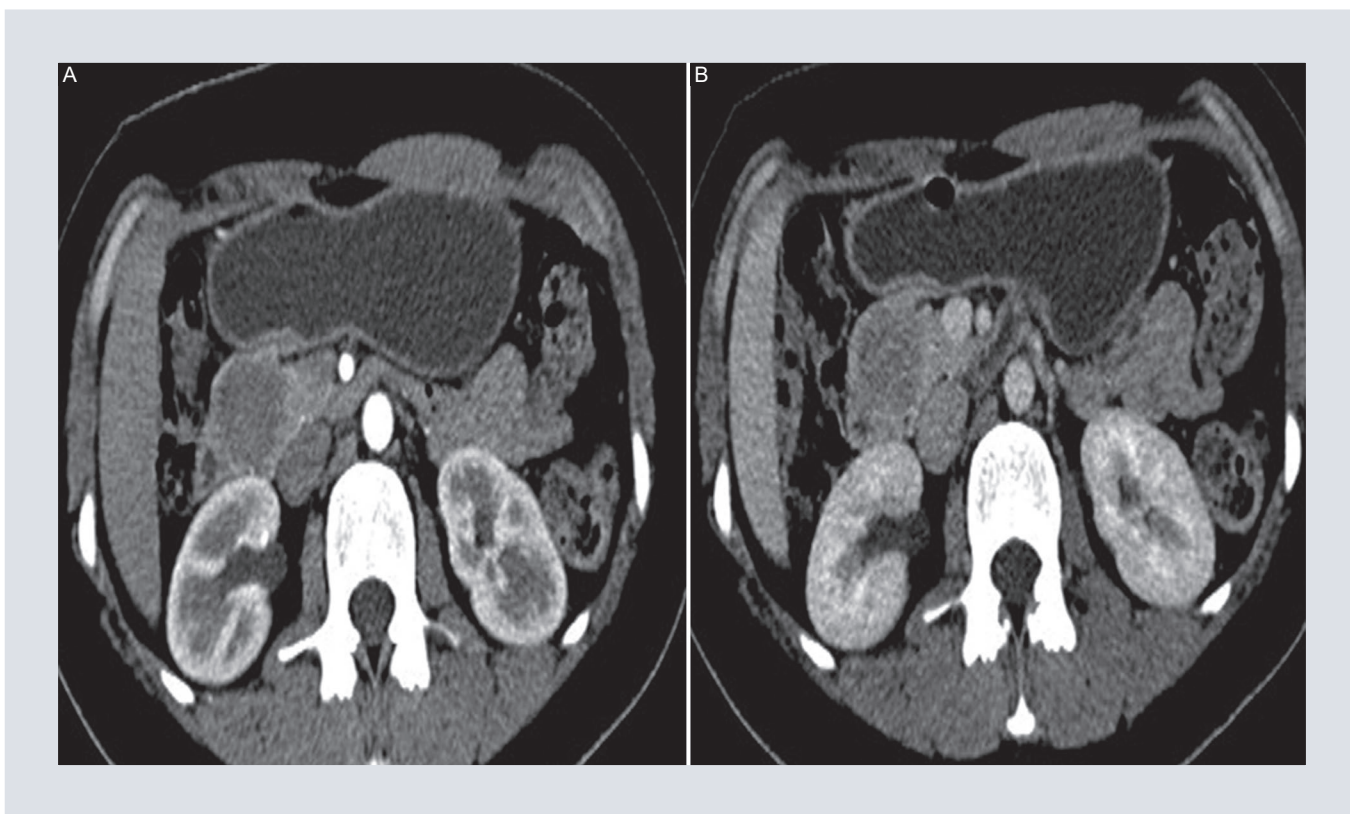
A y B: tomografía computarizada con contraste en fase pancreática y venosa. Una masa pancreática bien circunscrita localizada en la cabeza muestra un centro hipodenso con realce periférico en A y realce interno progresivo con menor diferenciación con el parénquima B.
